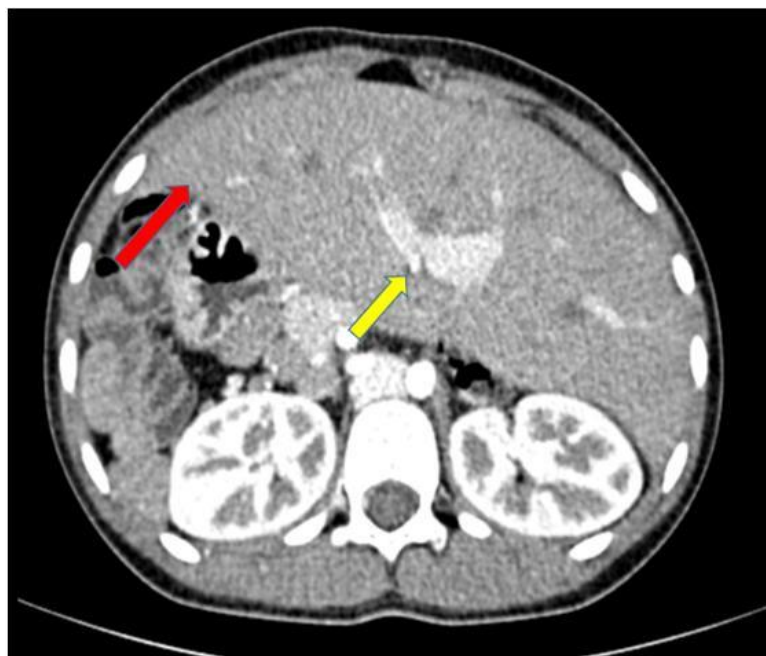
TDM abdominale en coupe axiale à hauteur du foie, après injection de PDC, montrant un foie occupant les 2 hypochondres droit et gauche (flèche rouge) et le hile du foie sur la ligne médiane (flèche jaune)
